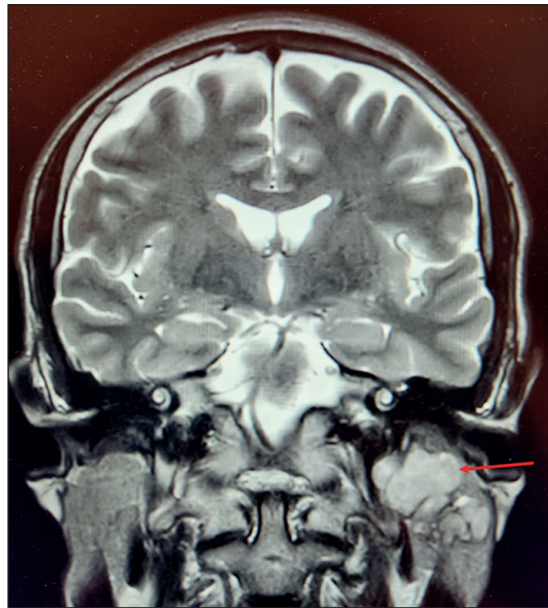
Resonancia Cráneo-Encefálica, corte coronal. Con flecha roja, tumor parotídeo izquierdo de lóbulo profundo.
